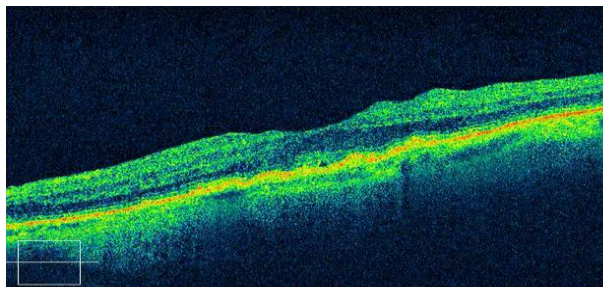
Tomografia de Coerência Óptica do OD apresentando edema macular cistóide
